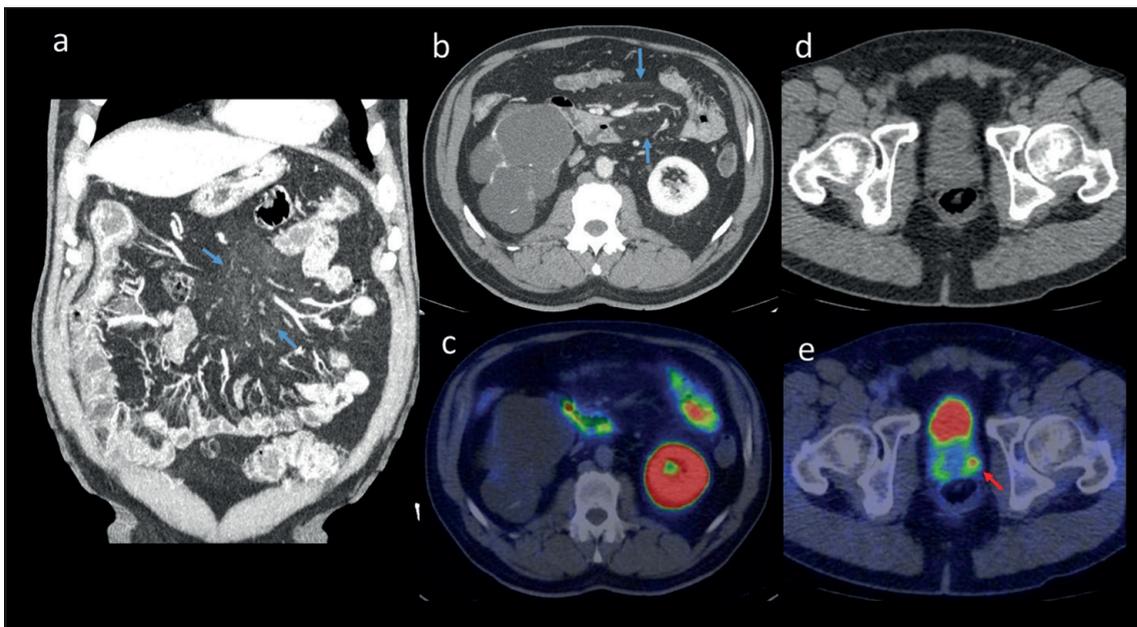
PET/CT F18-PSMA que muestra paniculitis mesentérica en un paciente con cáncer de próstata en estadificación. a) reconstrucción coronal y b) corte axial que muestran aumento de densidad y volumen de la grasa (flechas celestes) en raíz del mesenterio, con pequeños ganglios mesentéricos asociados; c) La paniculitis no concentra F18-PSMA; e) pequeño foco hipercaptante periférico izquierdo en tercio medio de la próstata compatible con neoplasia conocida; d) La lesión no muestra traducción en corte de TC sin contraste yodado endovenoso.
